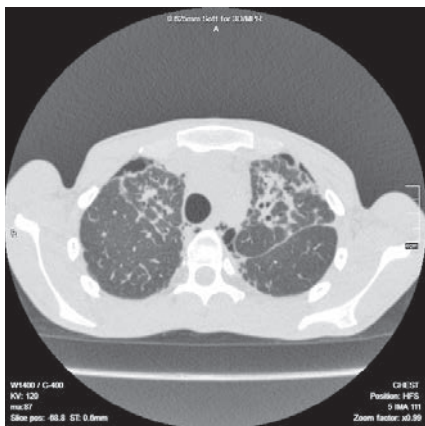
Аксіальний зріз КТ ОГК хворої С. від 23.06.2023
